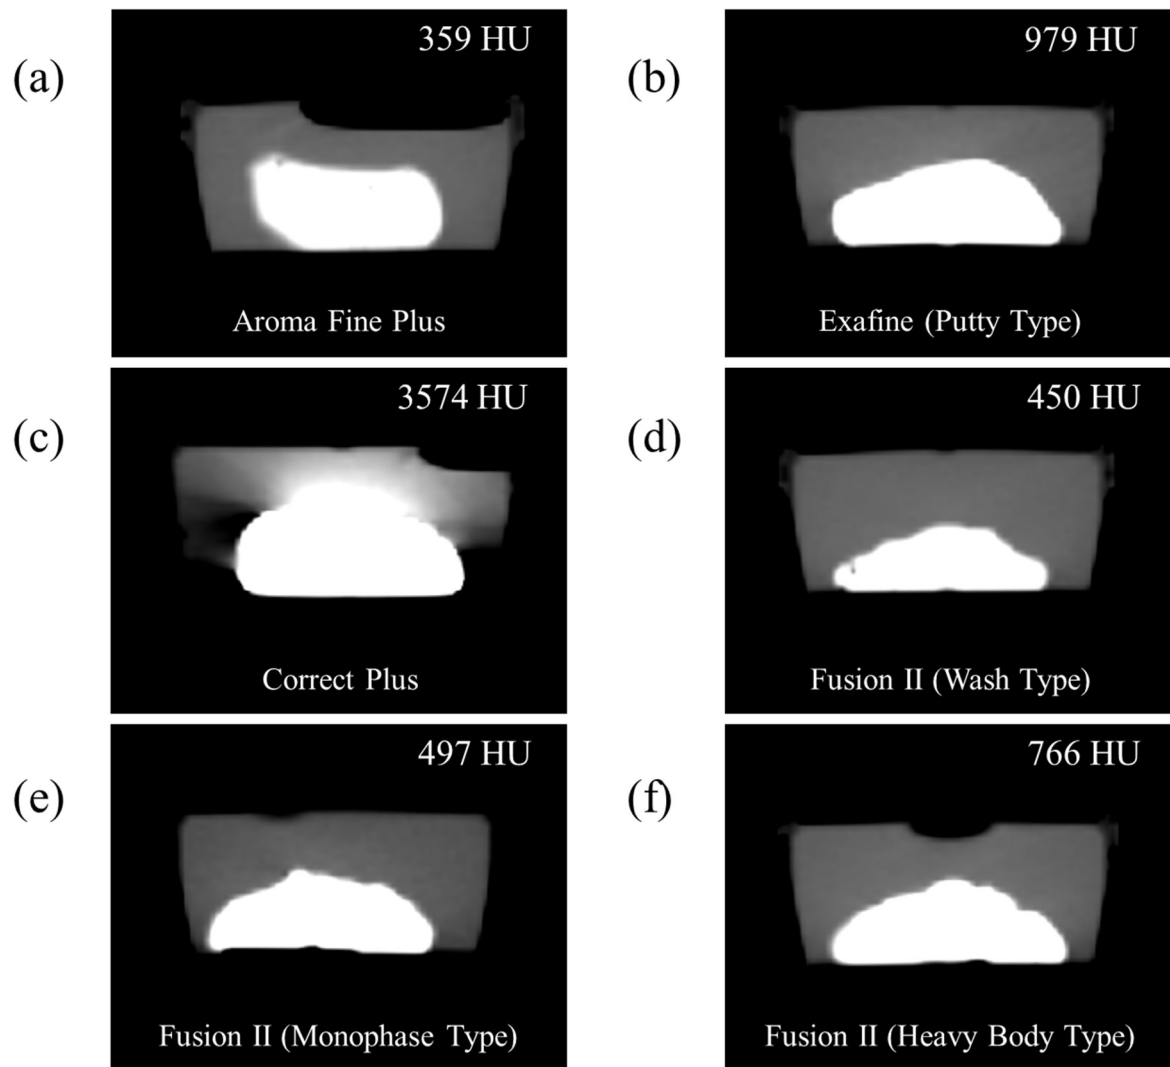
各歯科用印象材の CT 画像と CT 値
